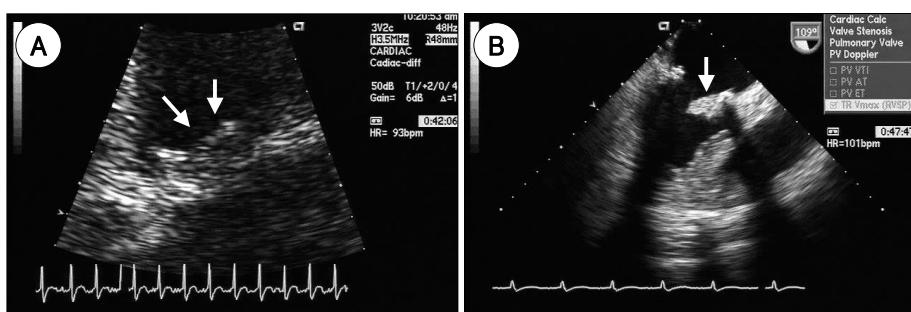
Transthoracic echocardiographic findings of magnified mitral valve show 1.8×1.2 cm sized shaggy mass (arrow) attached to bioprosthetic valve (A). Transesophageal echocardiographic findings show echo-dense irregular shaped vegetation (arrow) attached to valve without valve destruction (B).
